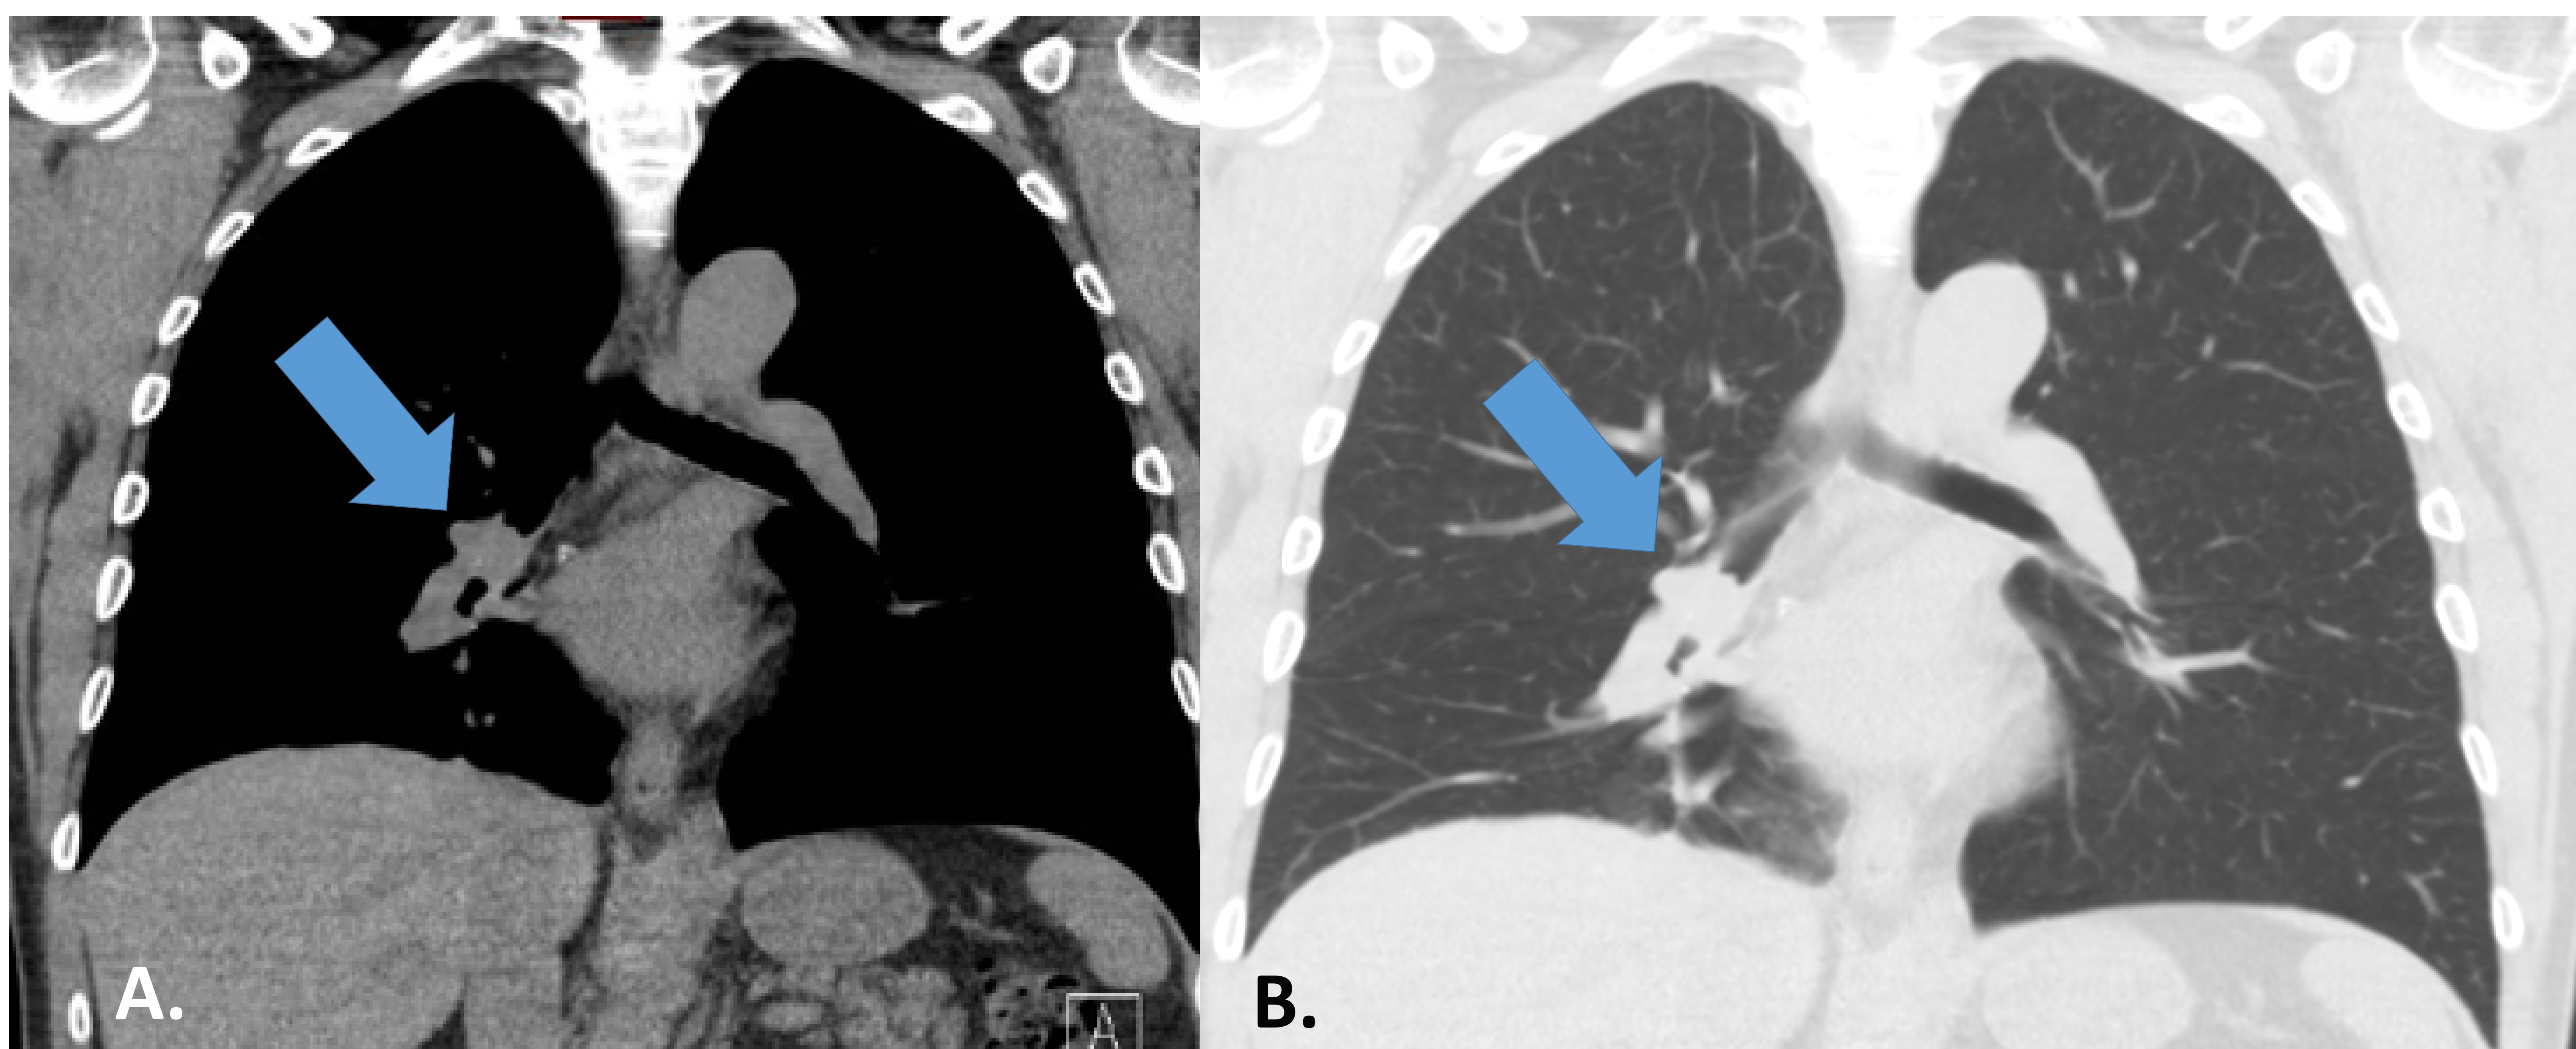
Varón de 65 años con CCE bronquial con tos y disnea. Las imágenes de TC coronal en ventanas de tejido blando (A) y pulmón (B) muestran una lesión sésil con márgenes irregulares (flecha) en el bronquio intermedio. Se realizó biopsia guiada por broncoscopia. El resultado de la patología fue carcinoma de células escamosas.
